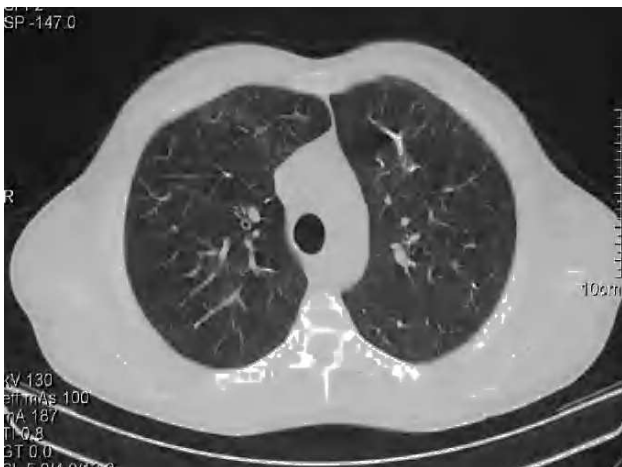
Tomografía computarizada torácica que muestra embolias no oclusivas de partículas de NBCA sin evidencia de infarto pulmonar distal, cavitación u opacificación neumónica.
